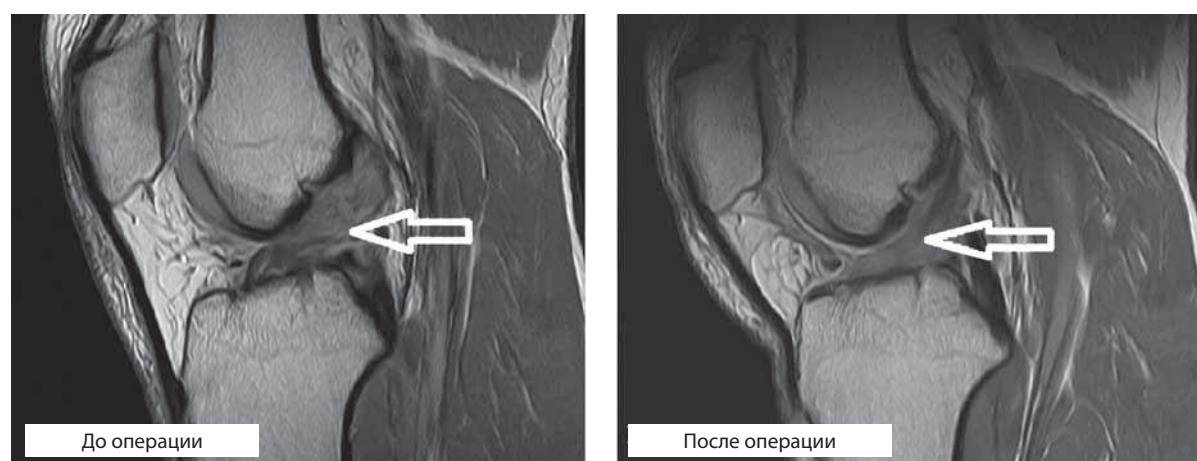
МРТ пациента из 1-й группы через 12 месяцев после операции; на МРТ-снимке после операции волокна ПКС более собраны, упорядочены, повышена плотность
